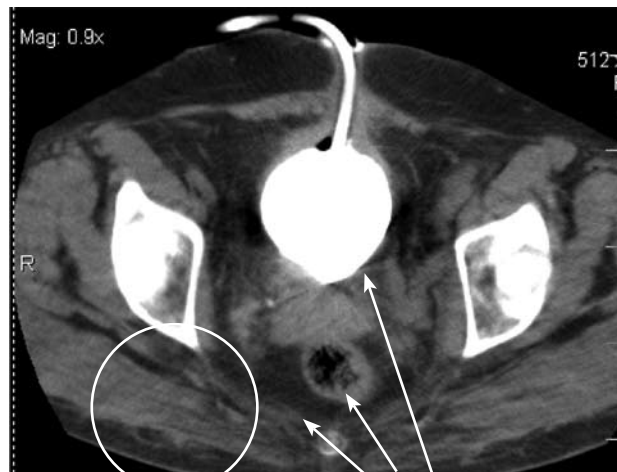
КТ больной Б., 52 года. Инвазия опухоли прямой кишки в уретру (обведено) с развитием острой задержки мочеиспускания. Наложена эпицистостома. Множественные крупные подвздошные и запирательные лимфоузлы (указано стрелками). Стадия  $T_4N_2M_0$
